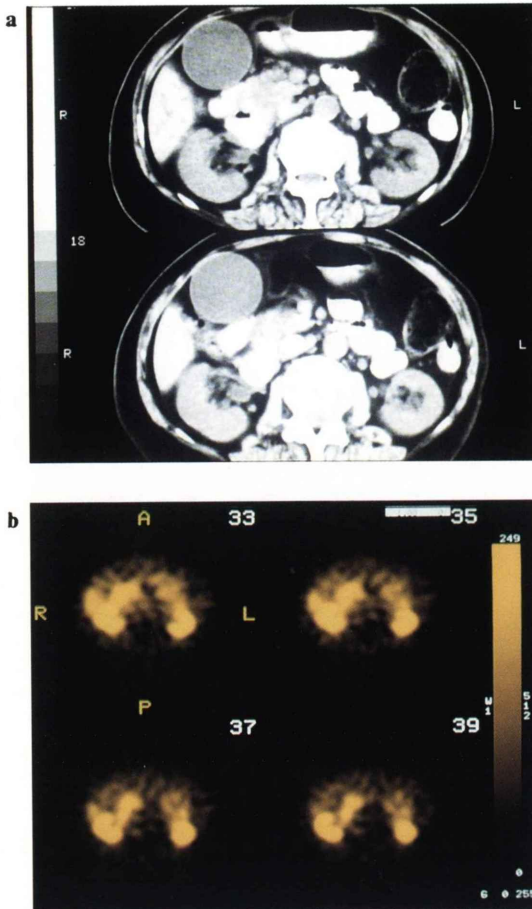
Dynamic CT shows a tumor of pancreas head with irregular enhancement.
